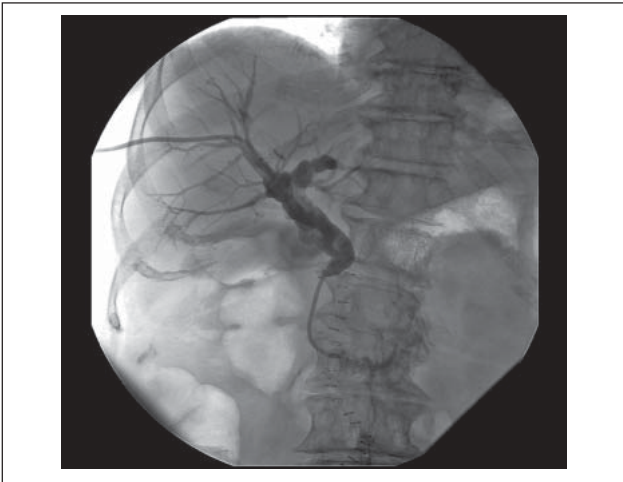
Darstellung der korrekten Drainagelage mit Kontrastmittel. Die röntgenschwarze Markierung zeigt das Ende der Seitlöcher im Bereich des Gallensystems. Darauf kann die Pigtail-Konfiguration der Drainage ausgelöst und die Drainage geblockt werden.
